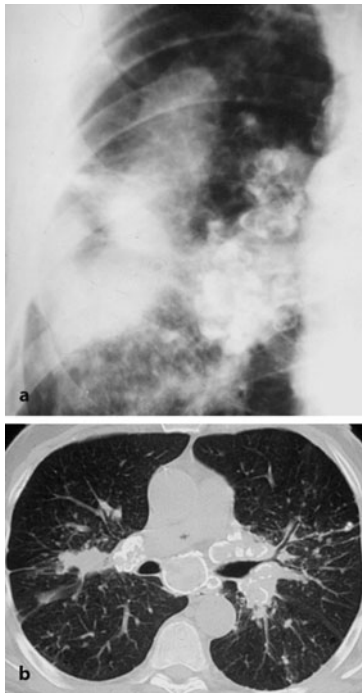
a, b. Eierschalensilikose. a Ausschnitt Standardfilm ILO 1980 - C es. Schwielen und Eierschalenphänomen der regionalen Lymphknoten. b CT, Eierschalenphänomen mediastinal und hilär, parahiläre Verschwiegelung (a. und b. verschiedene Patienten)
